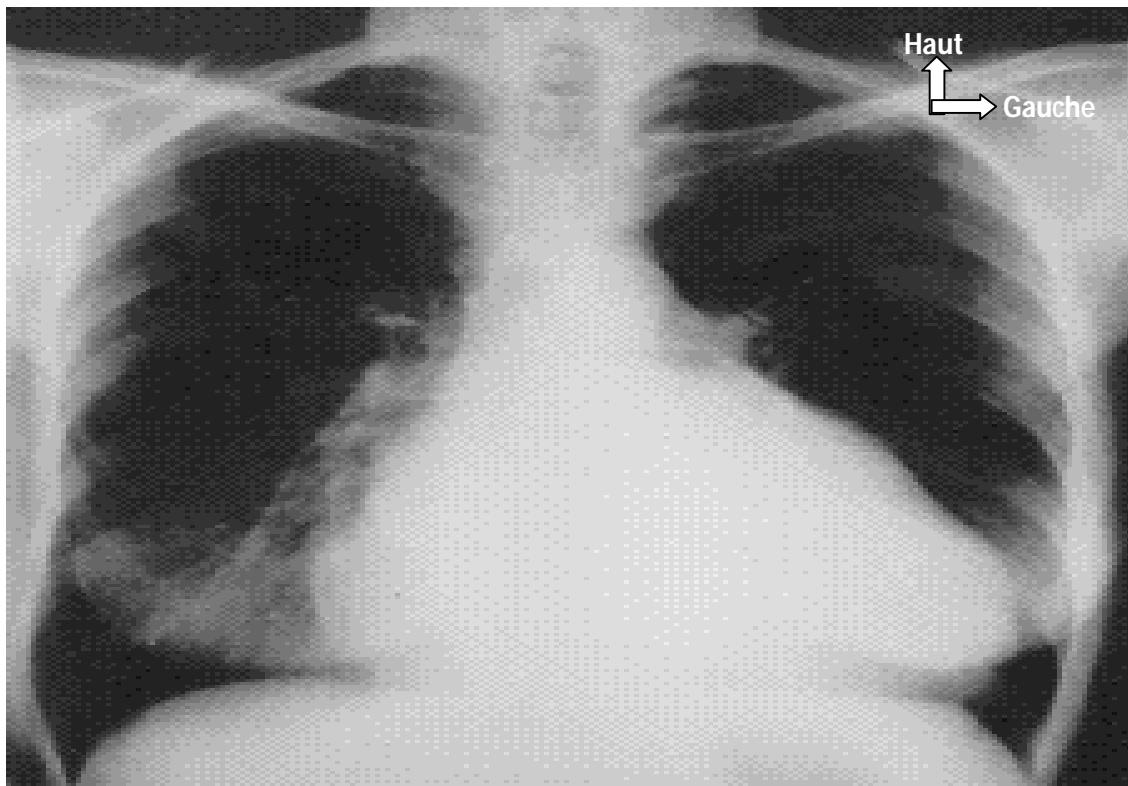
Radiographie thoracique (Face) montrant une silhouette mitrale
